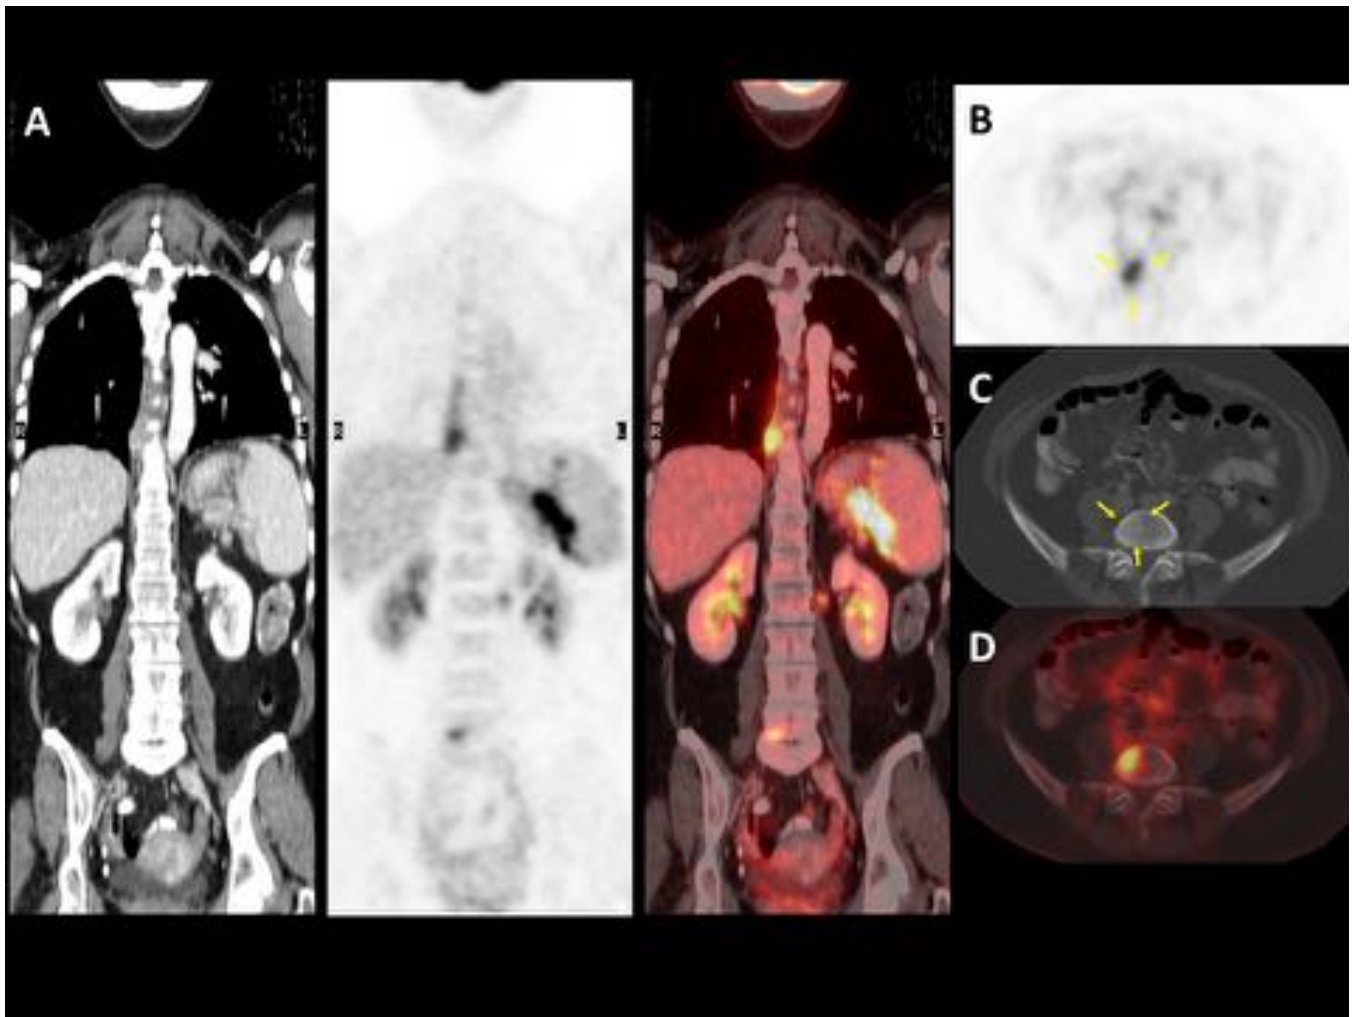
18FDG-PET/TC Verdadero positivo. Paciente mujer de 72 años con LDCGB. Imágenes coronal (A) y axial (B-D) de PET/TC muestran afectación por linfoma esplénica y de L5 con captación de 18FDG.
